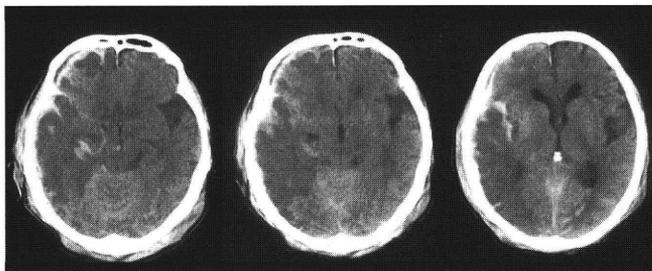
CT on day 2 showed low density area at left temporal lobe and bilateral frontal base.
